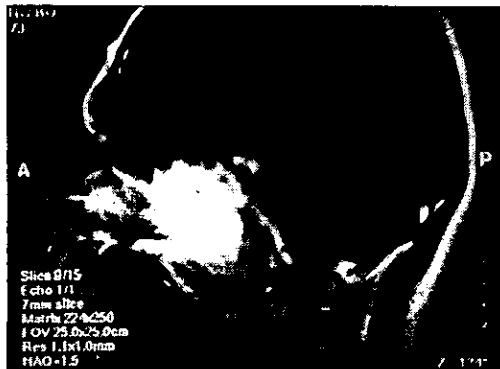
IMAGEN DE RESONANCIA MAGNETICA QUE MUESTRA EN FASE T1 LESION HIPERINTENSA CON REFORZAMIENTO A GADOLINEO EN ESTRECHO CONTACTO CON LA FOSA MEDIA CRANEAL.
